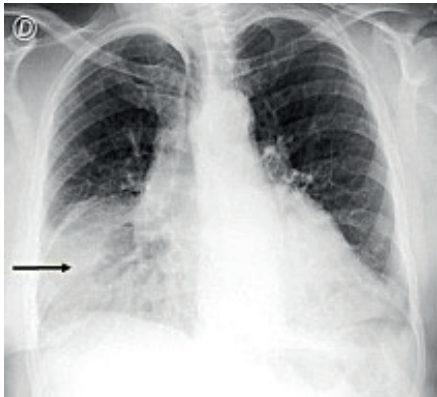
Radiografía de tórax en proyección frontal. La flecha señala una opacidad paracardiaca derecha heterogénea en el hemitórax inferior.
